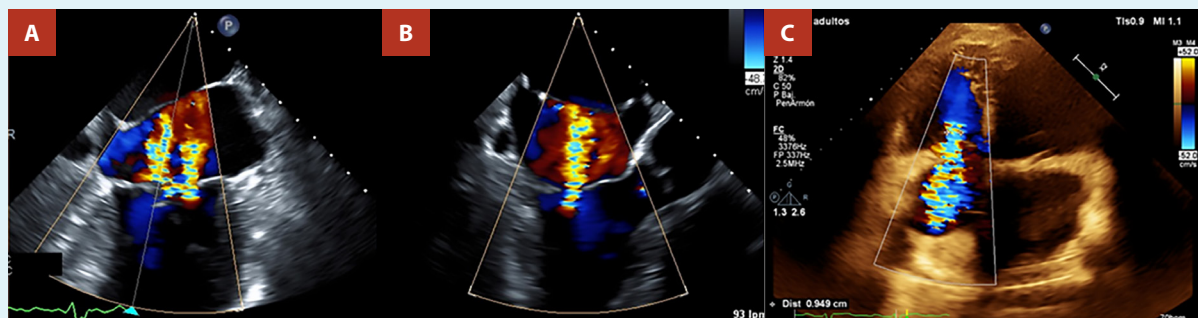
A) Ecografía transesofágica vista medio esofágica dos cámaras, se evidencia AL Doppler color dos jets de regurgitación mitral, además membrana en atrio izquierdo y B) vista medioesofágica eje largo, se evidencia jet de turbulencia en atrio izquierdo con membrana atrial tipo obstructiva. C) Vista apical de cuatro cámaras con Doppler color a nivel de válvula tricúspidee demostrando jet de regurgitación tricúspidee severa.
